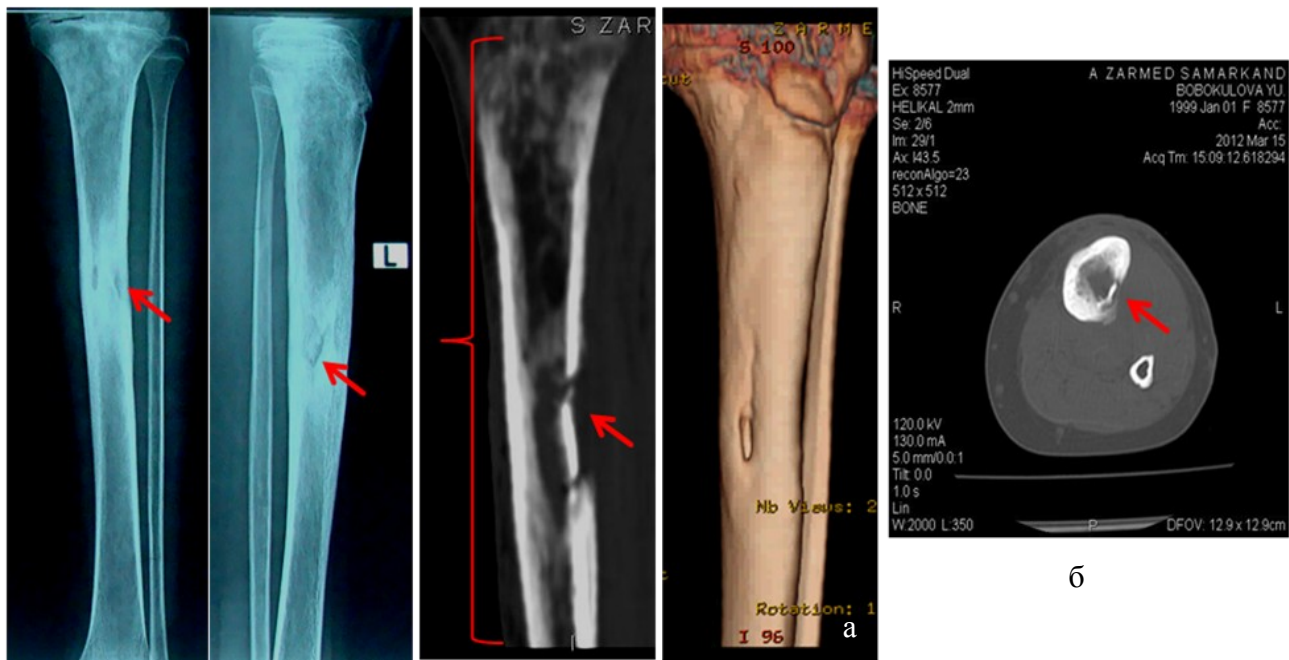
Обзорная рентгенография (а) и компьютерная томография (б) костей левой голени. ХРГО левой большеберцовой кости. Стрелками указаны очаги деструкции
